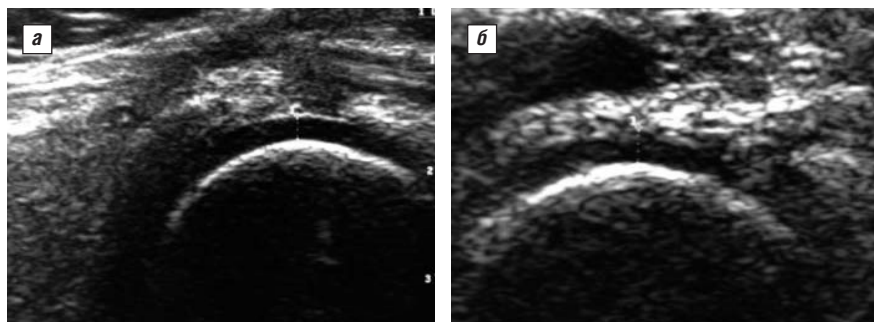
Данные УЗИ коленных суставов больной Б.М.: а — до лечения, б — через 24 нед после начала лечения
